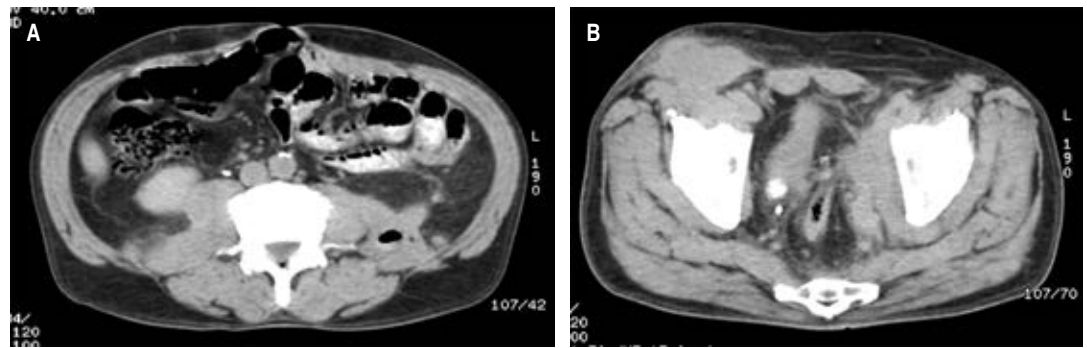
Tomografía abdominopélvica, corte axial. A) Se observa una colección sobre el psoas derecho y tejido de aspecto inflamatorio. B) Se observa la colección en la región inguinal derecha que drena hacia la pared abdominal.
